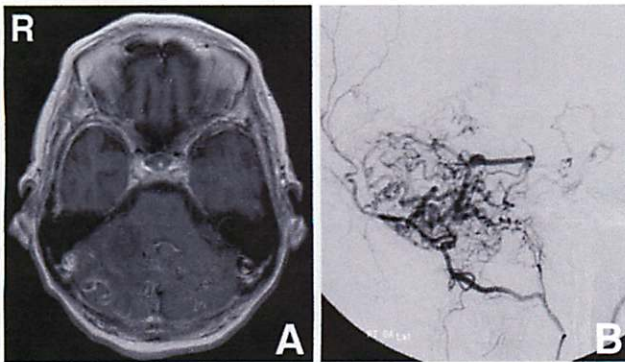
A: T₁-weighted magnetic resonance image with contrast medium revealing a low intensity area in the right cerebellar peduncle and dilated venules. B: Digital subtraction angiogram showing a dural arteriovenous fistula fed mainly by the occipital artery draining into the superior petrosal sinus.
